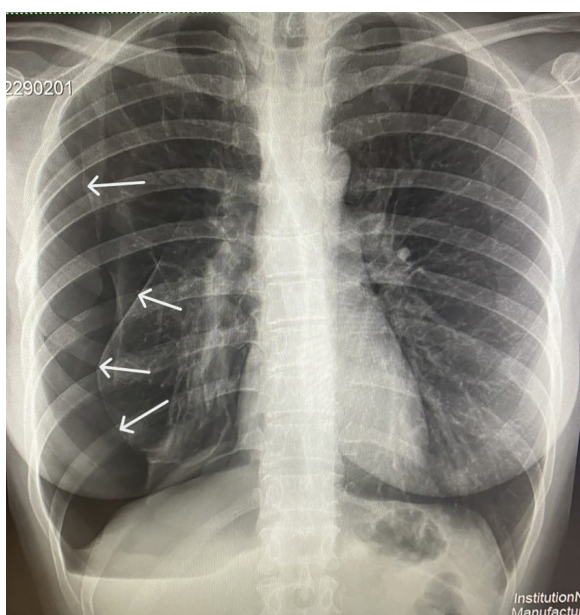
Рентгенограма при госпіталізації: легеня колабована на 1/3 об'єму
